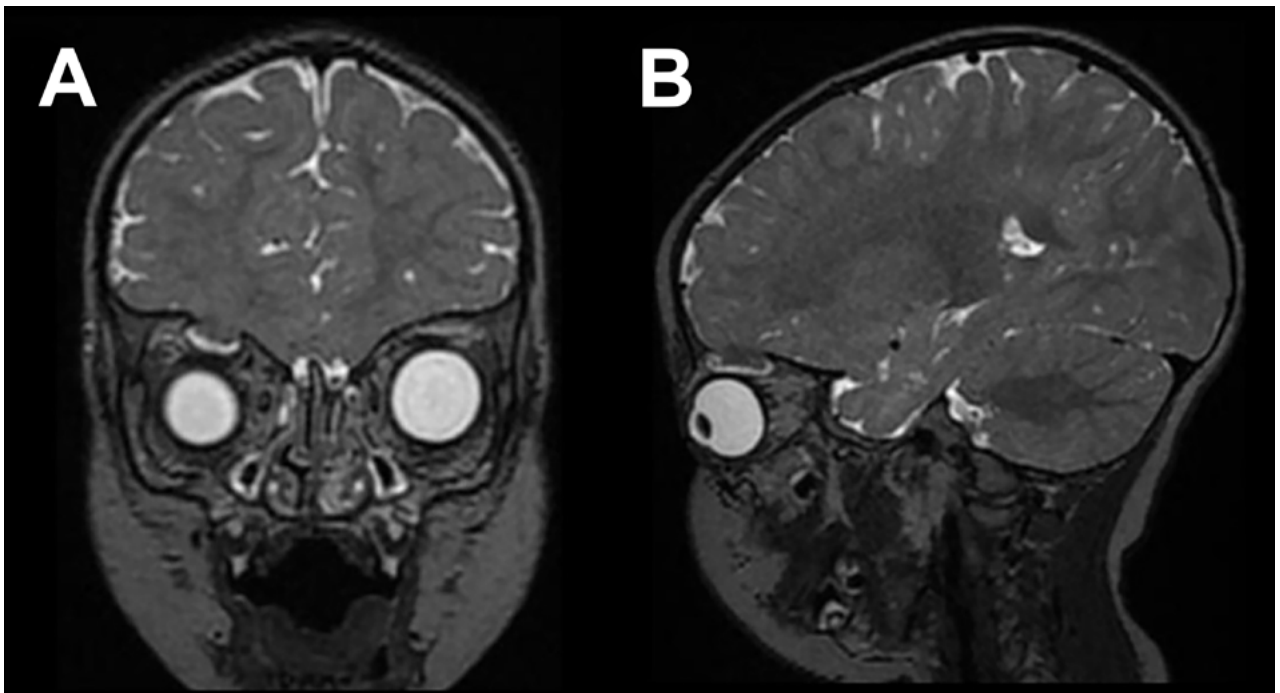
RM de encéfalo. A) Corte coronal. B) Corte sagital ponderado en secuencia T2 en la que se visualiza herniación de parénquima y LCR hacia la cavidad orbitaria.
